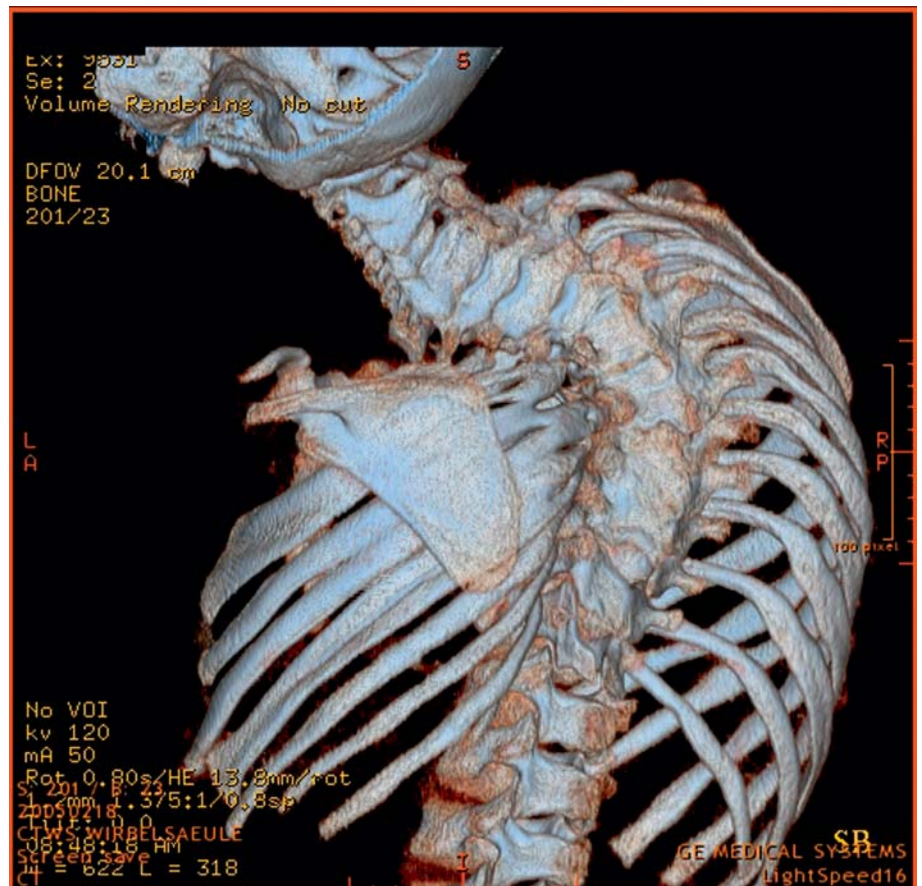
Präoperative CT Rekonstruktion einer schweren congenitalen Skoliose mit multiplen Halbwirbeln und Rippensynostosen einer 4-jährigen Patientin.
